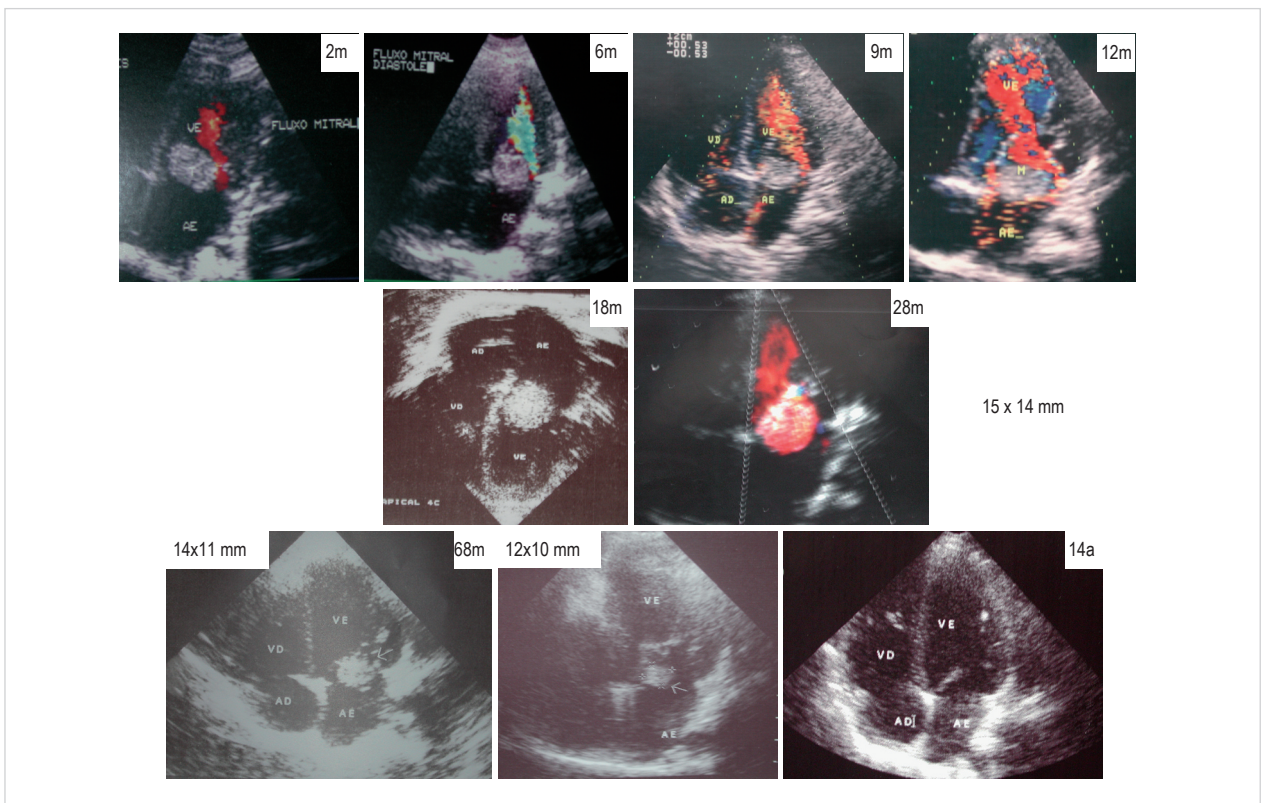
Ecocardiogramas en posición apical de 4 cámaras muestran el mantenimiento del tumor en la cara atrial del velo anterior de la mitral hasta 28 meses, y la disminución progresiva del mismo desde los 68 meses hasta la eliminación total con 14 años. m - meses; a - años.
